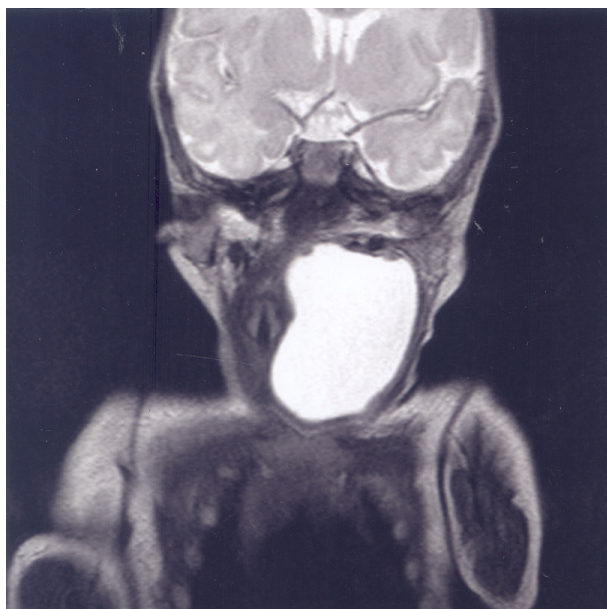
At postnatal 3 weeks, magnetic resonance imaging of the neck reveals 37×35×54 mm sized well-defined, purely cystic mass from the Left retropharyngeal space (T2 weighted Image).
